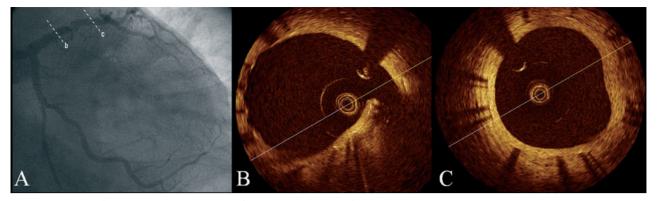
A: coronariografía de seguimiento 9 meses después del implante de stents fármacoactivos (SFA) en DA proximal (b), en un paciente con angioplastia previa v SM en tercio medio (c), sin reestenosis, B: TCO intrastent (SFA) en DA proximal, con mínima hiperplasia neointimal, C: TCO intrastent (SM) en DA media. Stent endotelizado, con capa de hiperplasia neointimal pero sin reestenosis. DA: arteria descendente anterior; TCO: tomografía de coherencia óptica.
